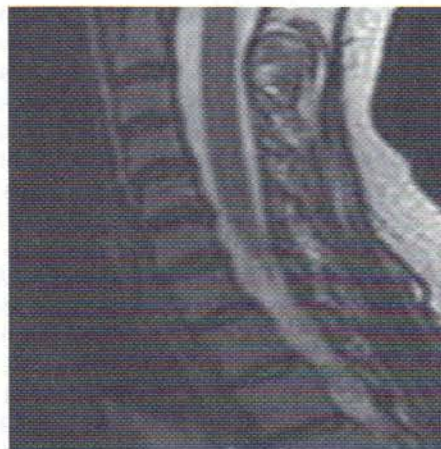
Imagine prin rezonanță magnetică, ce ilustrează modificări degenerative ale spațiului discal intervertebral, precum deshidratarea și o ușoară pierdere de înălțime a discului.
